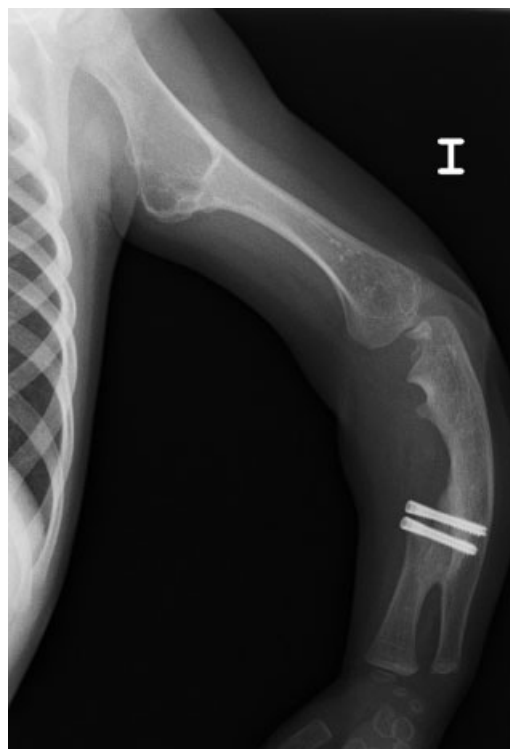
Radiografía simple postoperatoria en la que se observa consolidación de la sinostosis.
